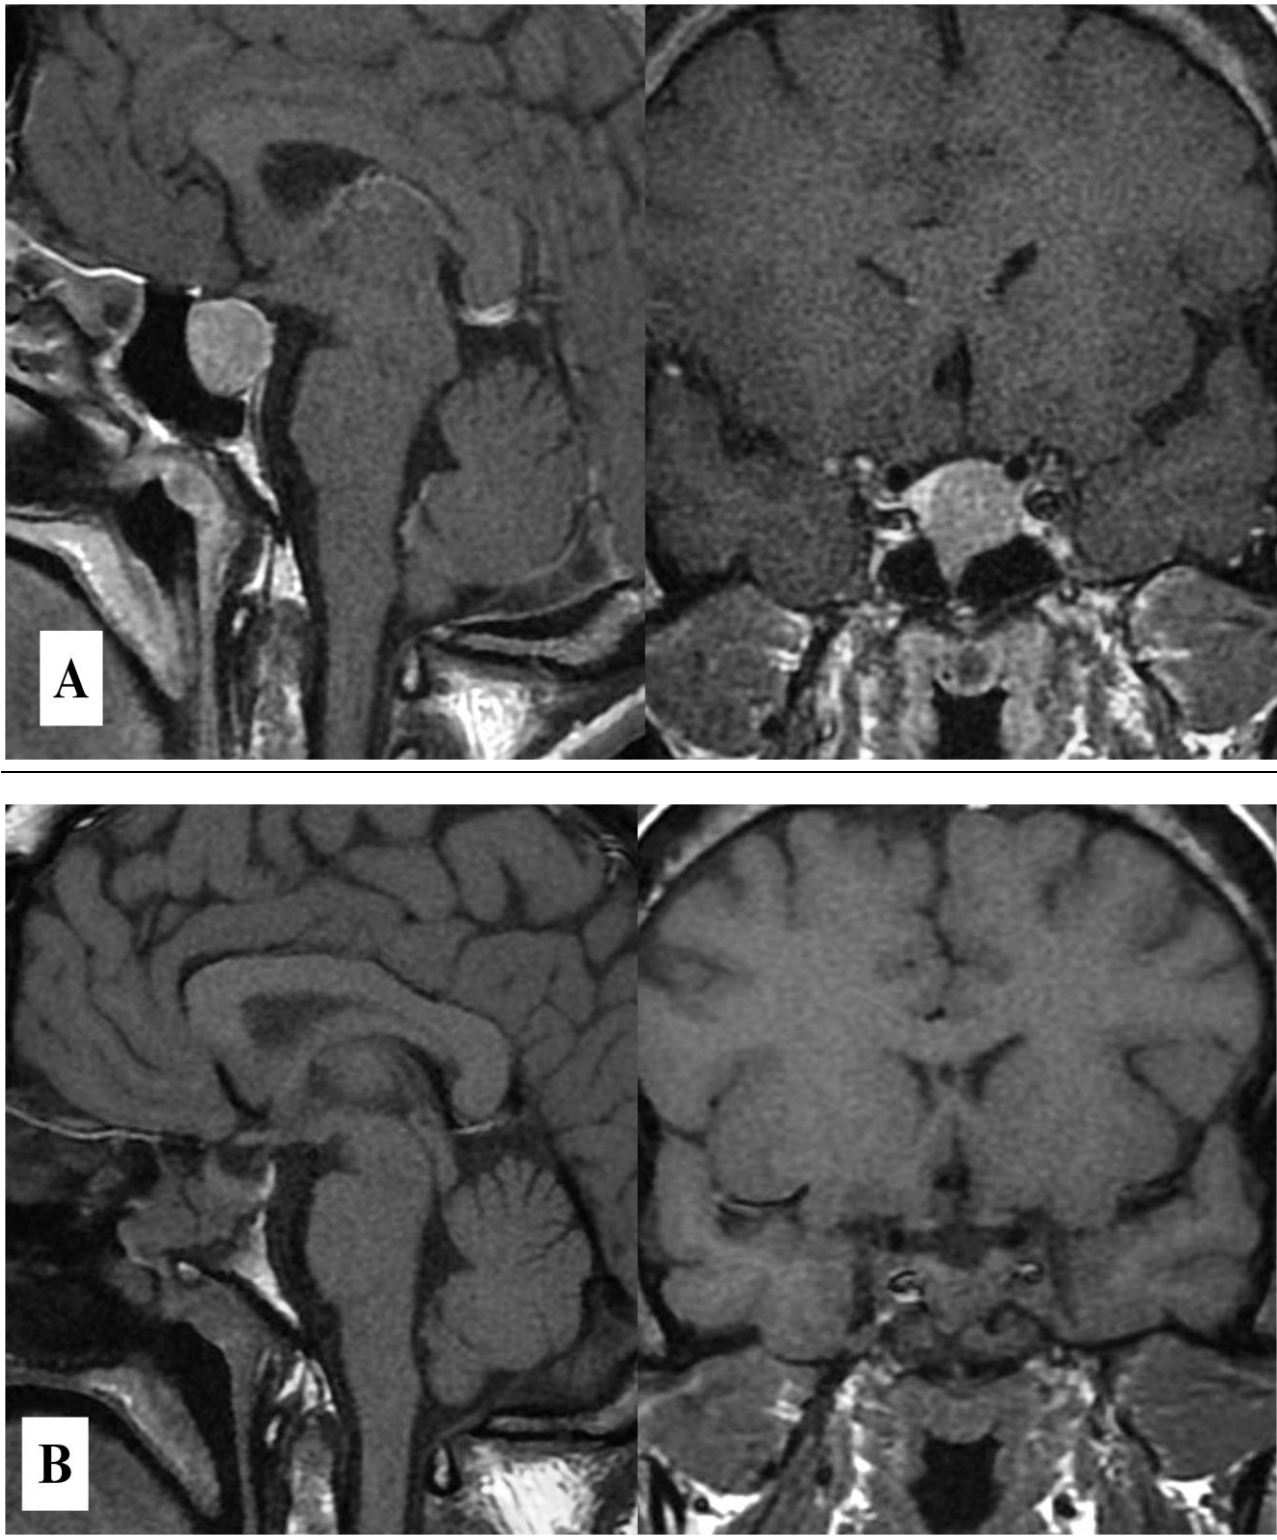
IRM hypophysaire préopératoire (A) montrant un macroadénome hypophysaire refoulant l'hypophyse normale à droite. IRM hypophysaire de contrôle postopératoire (B) montrant une exérèse totale de l'adénome.
